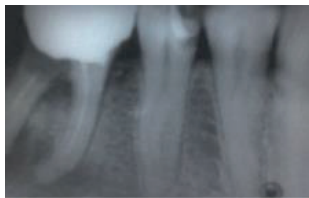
Рентгенограмма зуба 45 с атипичной анатомией корневого канала
